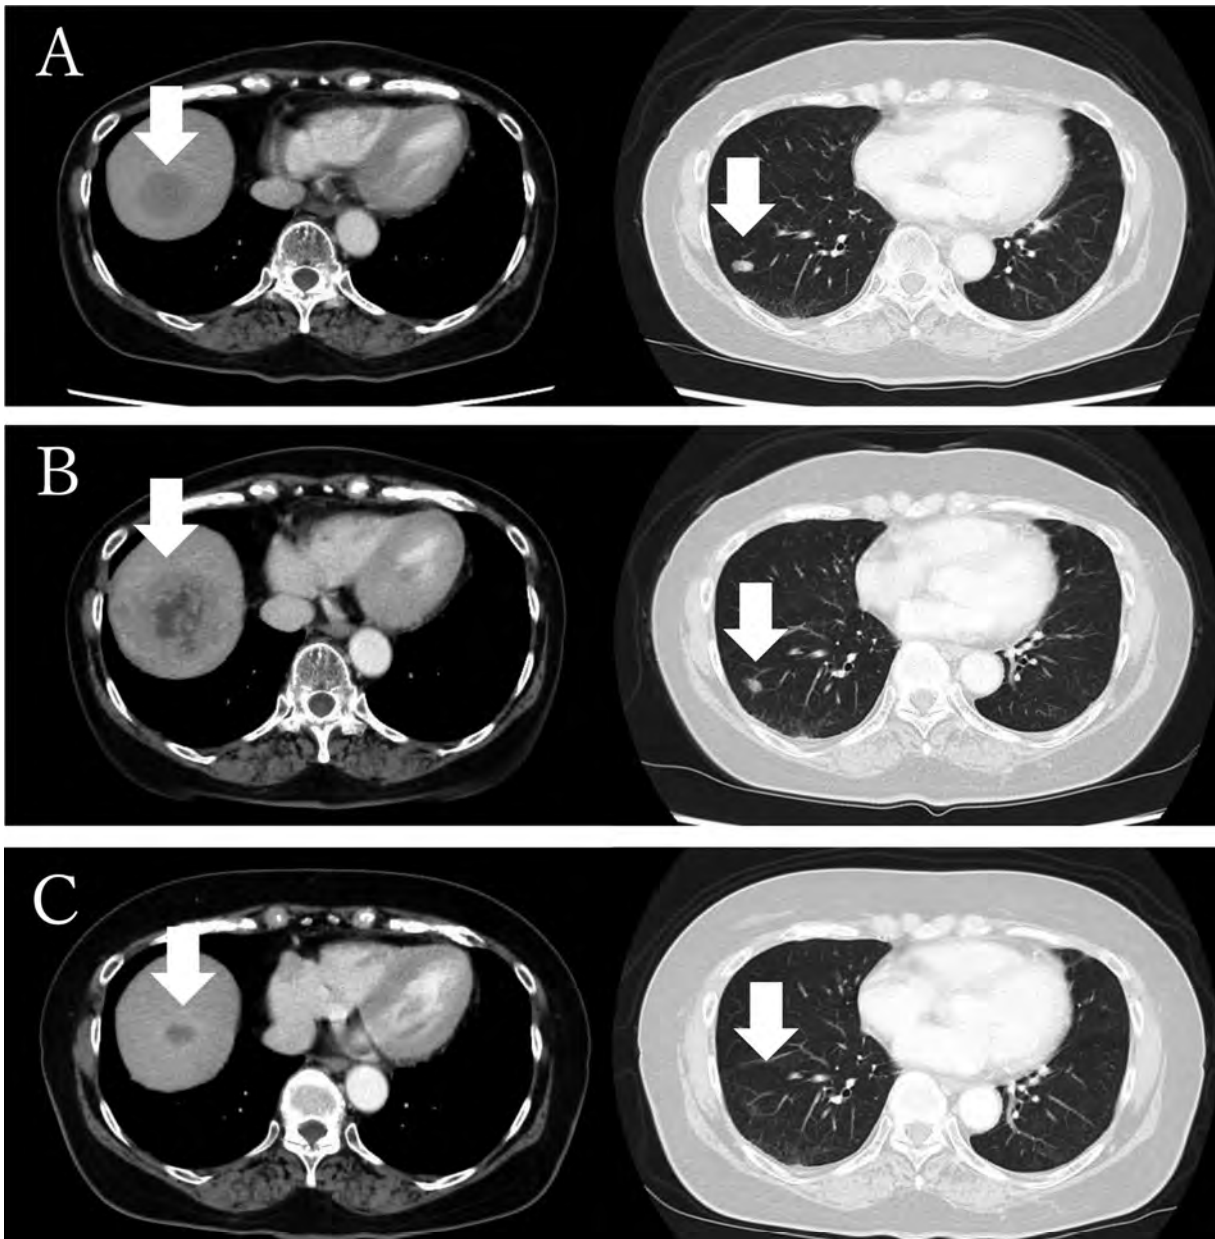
CT shows the liver and lung metastases of urothelial carcinoma at 6 months after radical cystectomy (A). CT shows reduction of lung metastasis and an increased size of liver metastasis after 2 months of the treatment with pembrolizumab (B). CT shows reduction in both lung and liver metastases after 5 months of the treatment with pembrolizumab (C).
